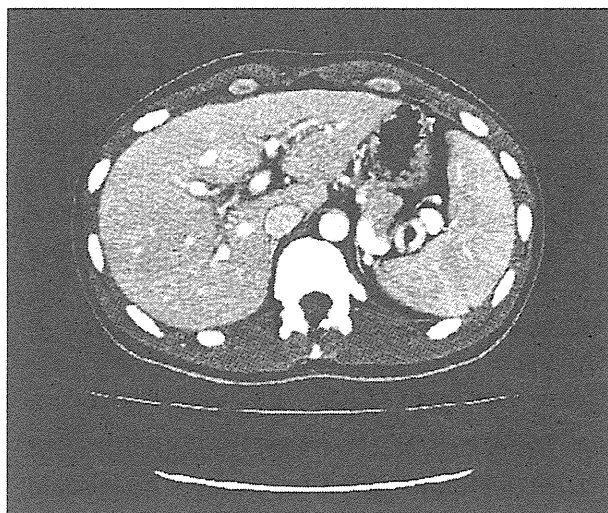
Abdominal computed tomography (CT) performed on his 2nd hospital day of case 1. The image showed no dilation of the intra/extrahepatic bile duct and moderate degree of enlarged spleen. Obstructive jaundice was denied, and no tendency of hepatic atrophy with the hepatic volume of approximately 1450 mL by CT volumetry.
